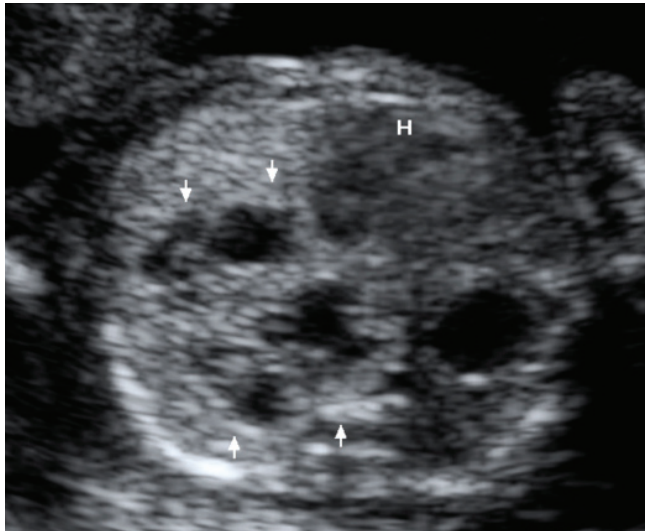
Transverse sonogram of the fetal chest shows a multicystic lung mass of congenital cystic adenomatoid malformation (white arrow). H, heart.
